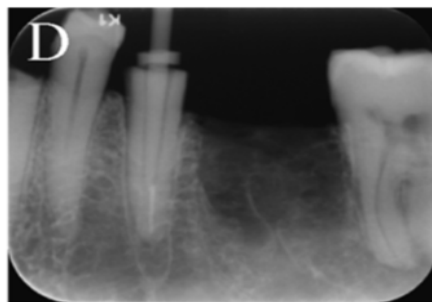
Radiografía digital que demuestra la translucidez del poste de fibra de vidrio dentro del conducto.³⁰
